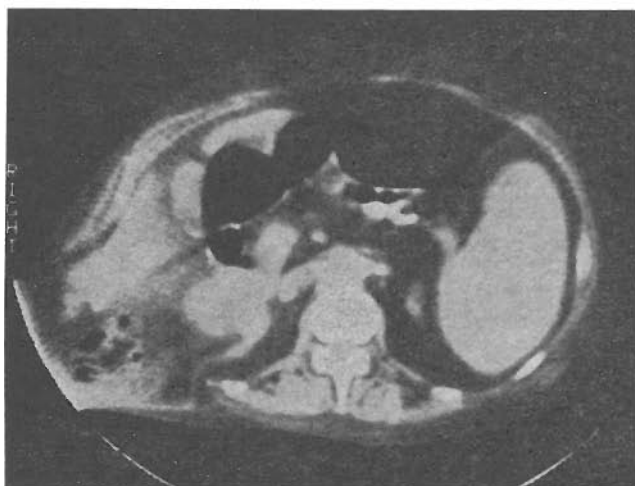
TAC. Se observa una zona redondeada de 4 x 6 cm a nivel de la fosa renal derecha. Esplenomegalia.
